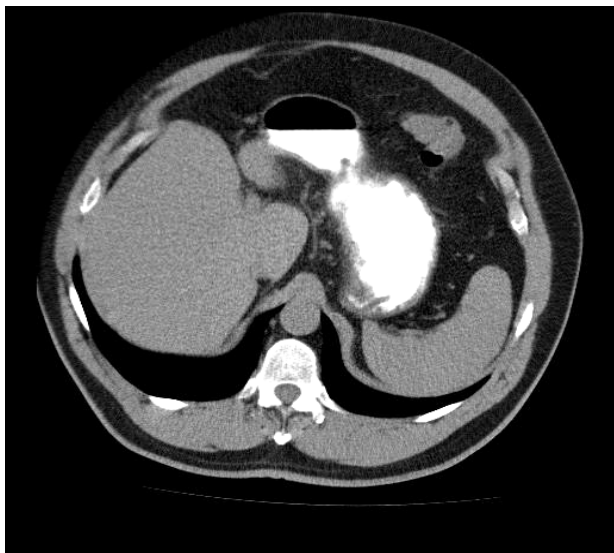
Компьютерная томограмма. Нативная фаза. 1-я степень стеатоза, средняя плотность паренхимы печени 43 ед.
